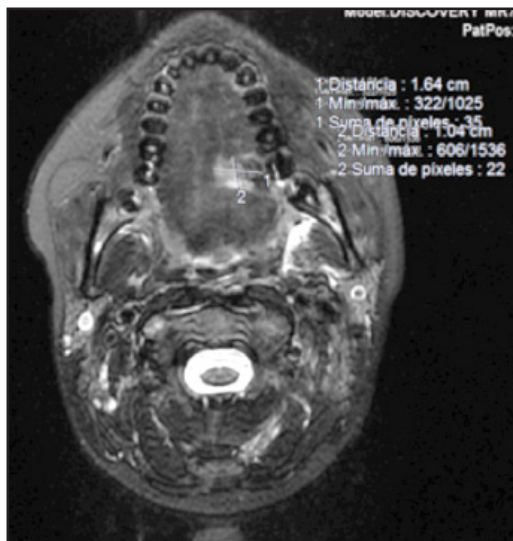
RMN posradioterapia y quimioterapia. Se indica diámetro de tumor residual.
